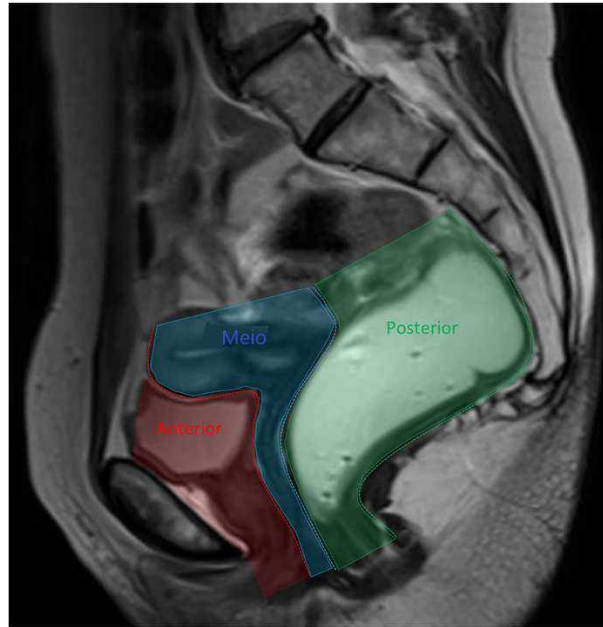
Exemplo de imagem de defecografia. Regiões que podem ser identificadas por meio de uma imagem de defecografia (SALVADOR et al., 2019).
